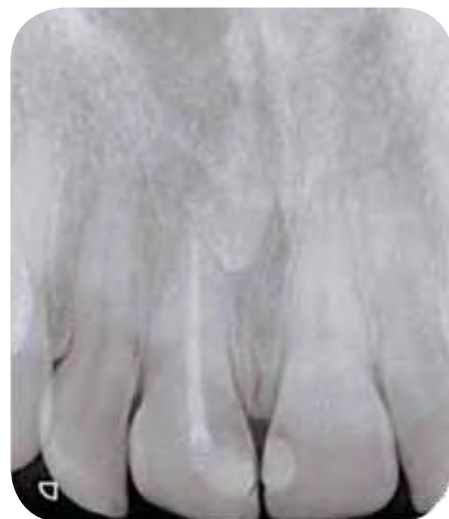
Рентгенограмма фронтальных зубов верхней челюсти пациента
